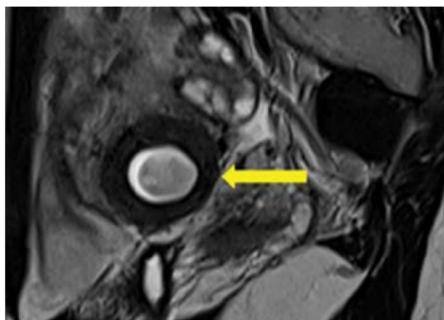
Ressonância magnética no plano sagital mostrando lesão escavada no lado esquerdo do útero com sua parede formada por miométrio hipointenso em T2 (seta amarela) e sinal intermediário com "sombreamento". Não há comunicação entre esta lesão e a cavidade endometrial normal.¹¹
